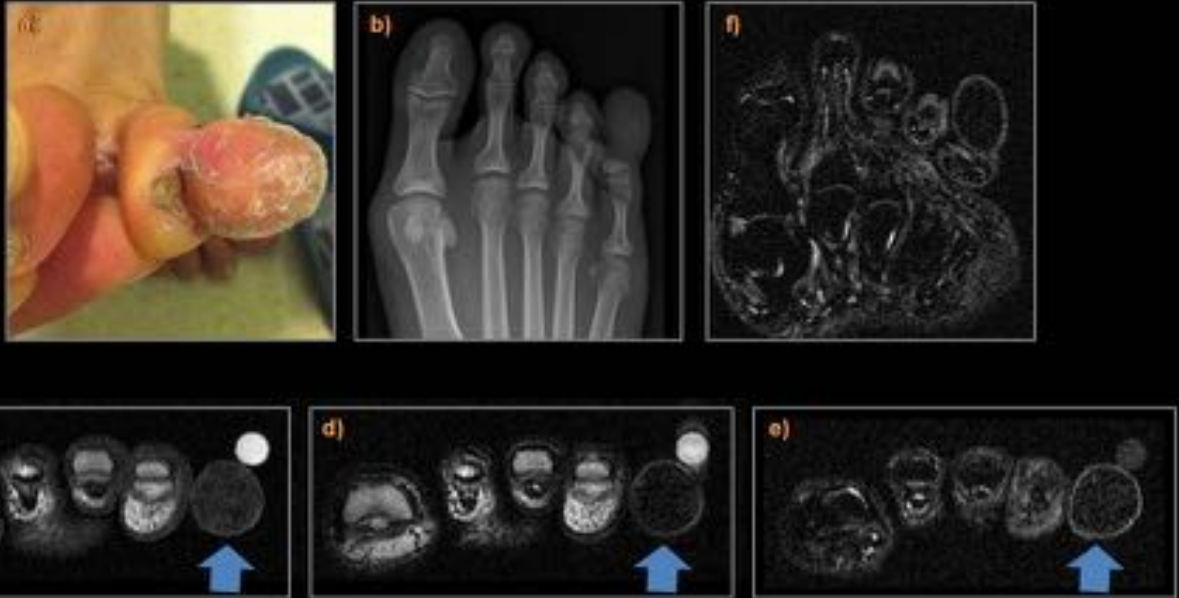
Imagen del pie (a) y RX simple del pie en paciente con tumoración exofítica dura de crecimiento lento en la falange distal del 5º dedo. En la RM se evidenciaba una tumoración de partes blandas, exofítica, que se originaba en la articulación interfalángica distal del 5º dedo, de señal marcadamente hipointensa en secuencias T1 (a), T2 (b) y STIR (f) y sin realce tras la administración de gadolinio (e).
